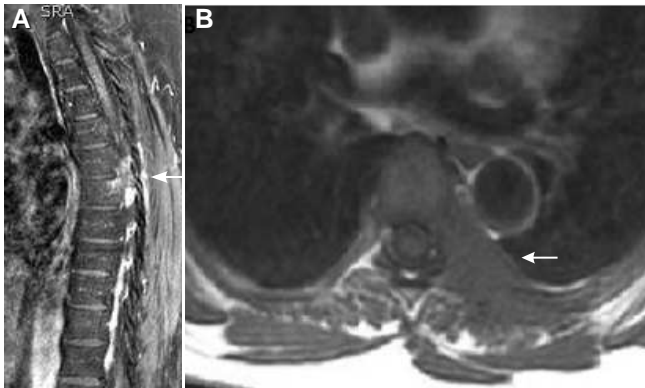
RM de coluna torácica em corte sagital com contraste - presença de metástase de carcinoma de colo uterino no corpo de T6. 4B - Corte axial sem contraste mostrando metástase em arco costal e região póstero-lateral esquerda do corpo da referida vértebra.
